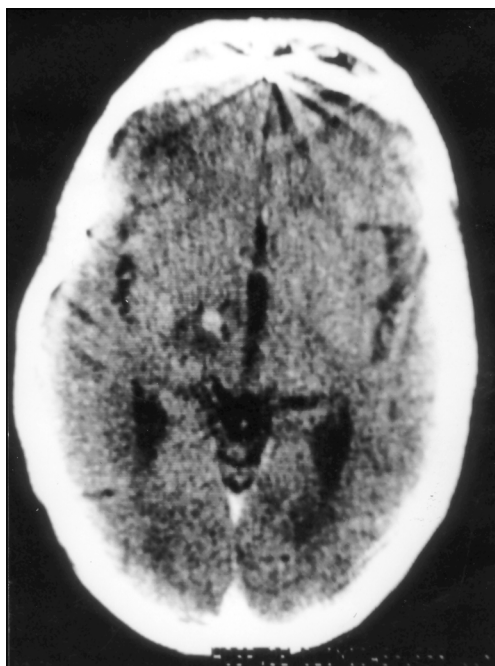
TC evidenciando pequena lesão ocupando espaço, que acumula contraste de forma nodular, compatível com granuloma na região subtalâmica direita.
